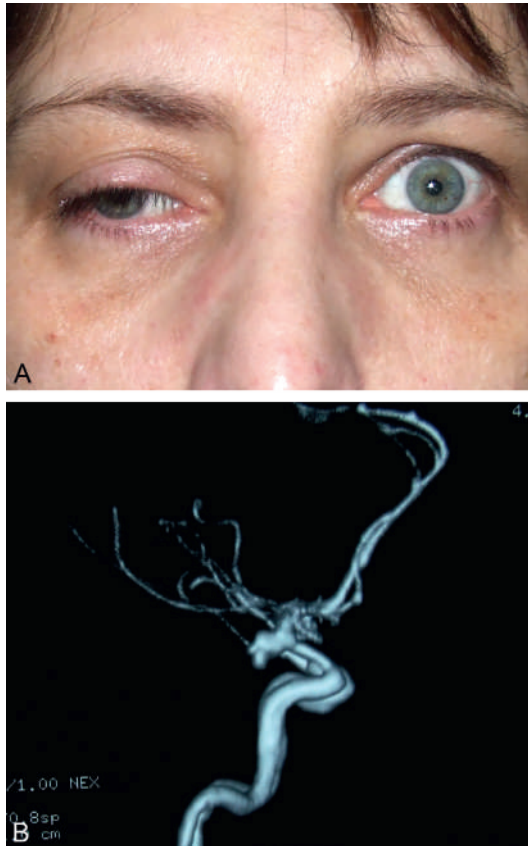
(A) Ptosis aigu douloureux droit dans le cadre d'une paralysie du III droit. (B) Angio-IRM : anévrisme cérébral.
